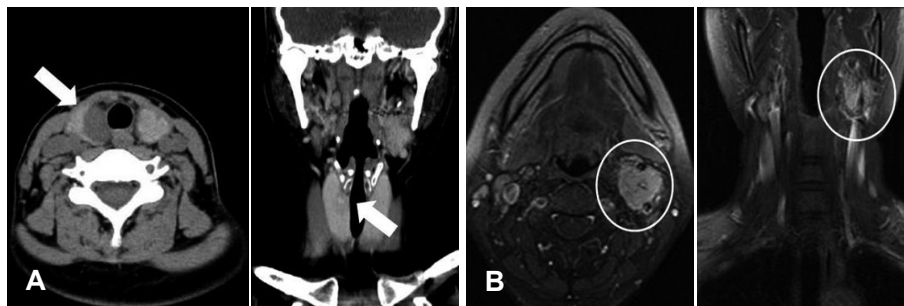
Images of preoperative radiologic evaluation. Axial (pre-contrast phase) and coronal (delayed phase) view CT images of the right thyroid tumor that is abutting to tracheal wall (white arrows) (A). Axial and coronal view MRI (Gadolinium enhanced T1-weighted) images of left carotid tumor (white circle) at the level of carotid bifurcation (B).
